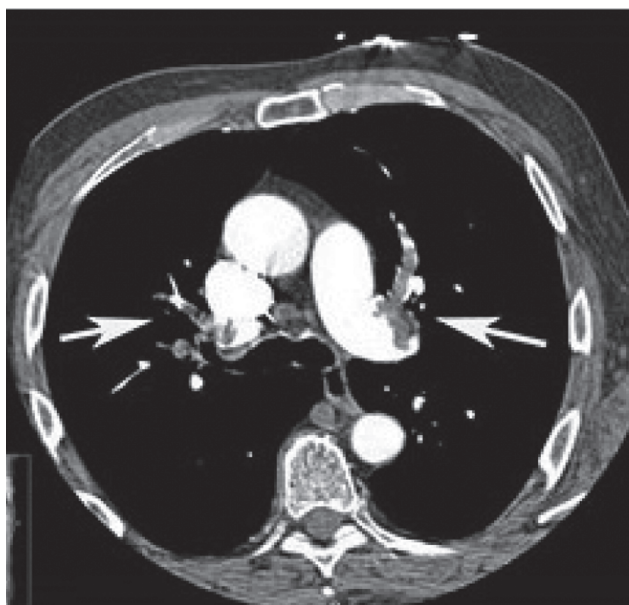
МСКТ-ангиопульмонография. Стрелками отмечены тромбы в легочных артериях
